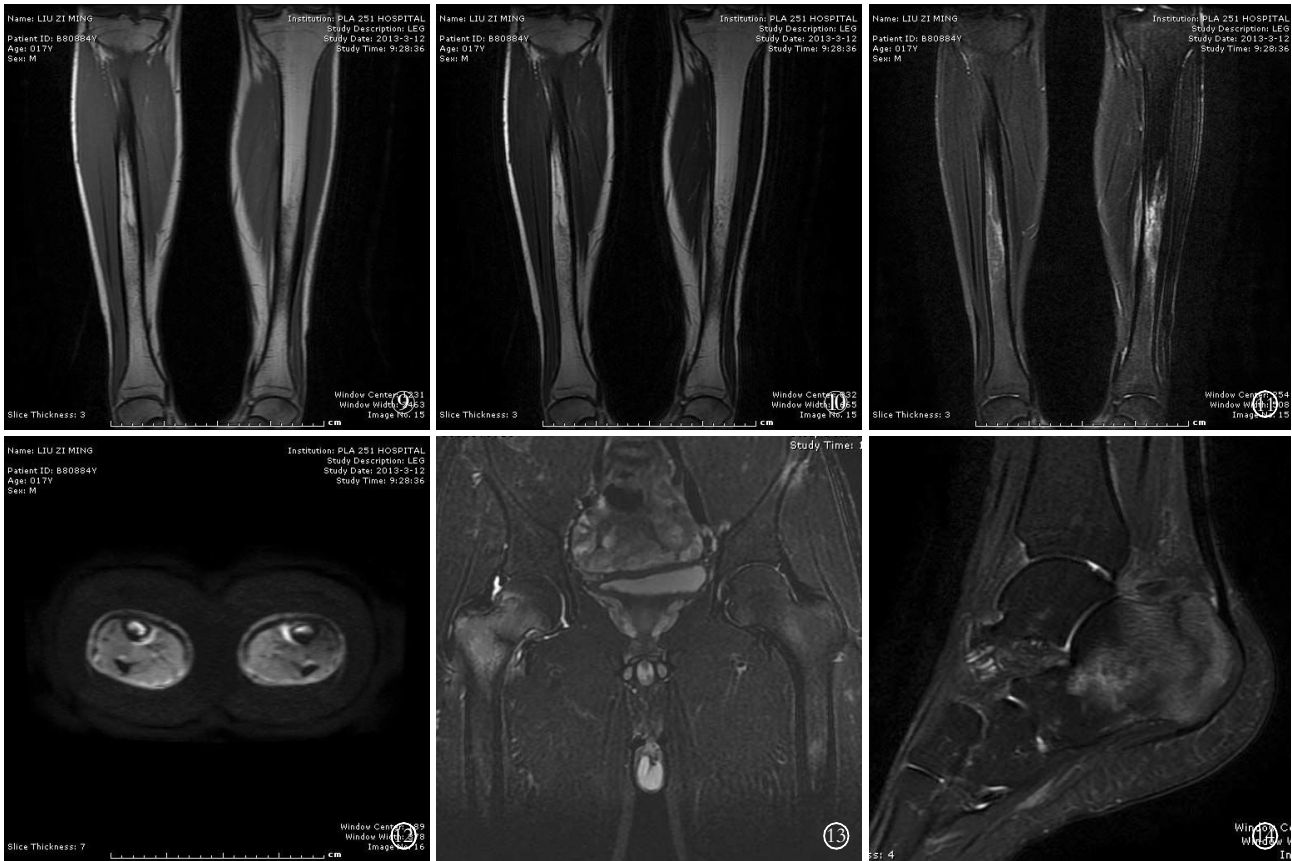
MRI 肌肉及髓腔内片状长 T1WI 长 T2WI 信号, 边缘模糊, STIR 双胫骨髓腔及周围肌肉内亦可见多发斑片状高信号影 图 12 DWI 轴位见胫骨髓腔内及对应处骨皮质旁肌肉内见不规则高信号影 图 13, 14 STIR 可见髓腔内高信号影, 骨折线呈低信号改变
